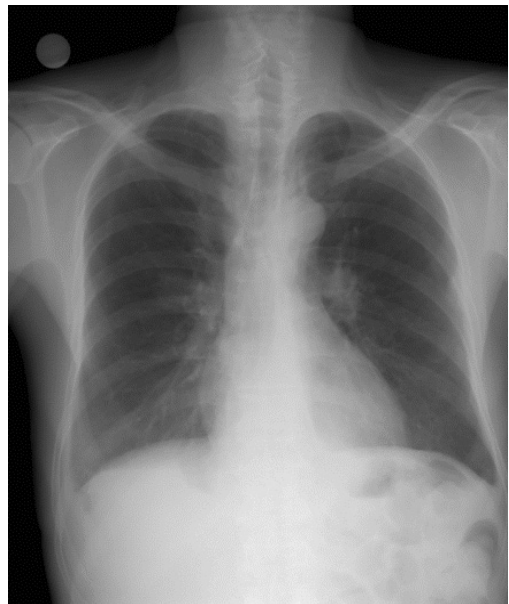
Chest X-ray taken 3 days after the operation shows pneumomediastinum and subcutaneous emphysema in neck and chest (white arrows).
